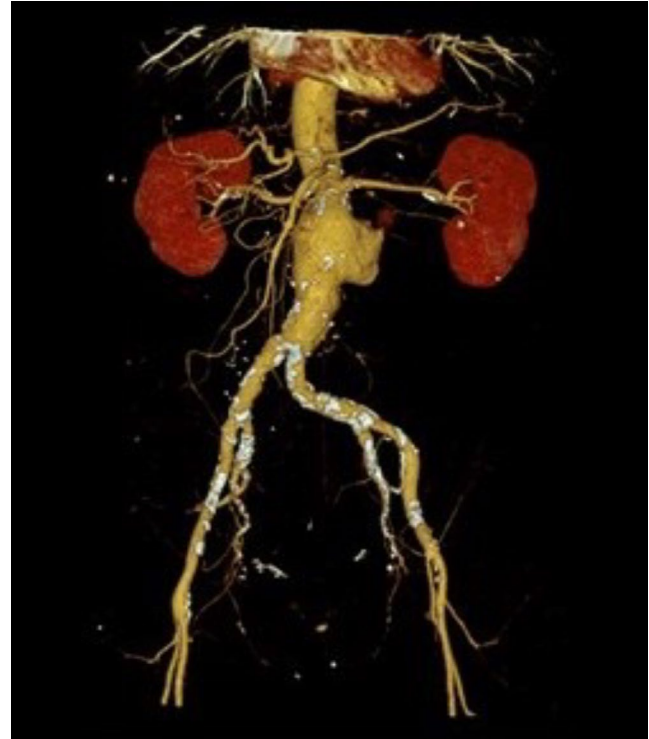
TAC abdominal con reconstrucción: rotura de aneurisma de aorta abdominal infrarrenal complicado con hematoma retroperitoneal izquierdo y sangrado activo a cavidad peritoneal.
